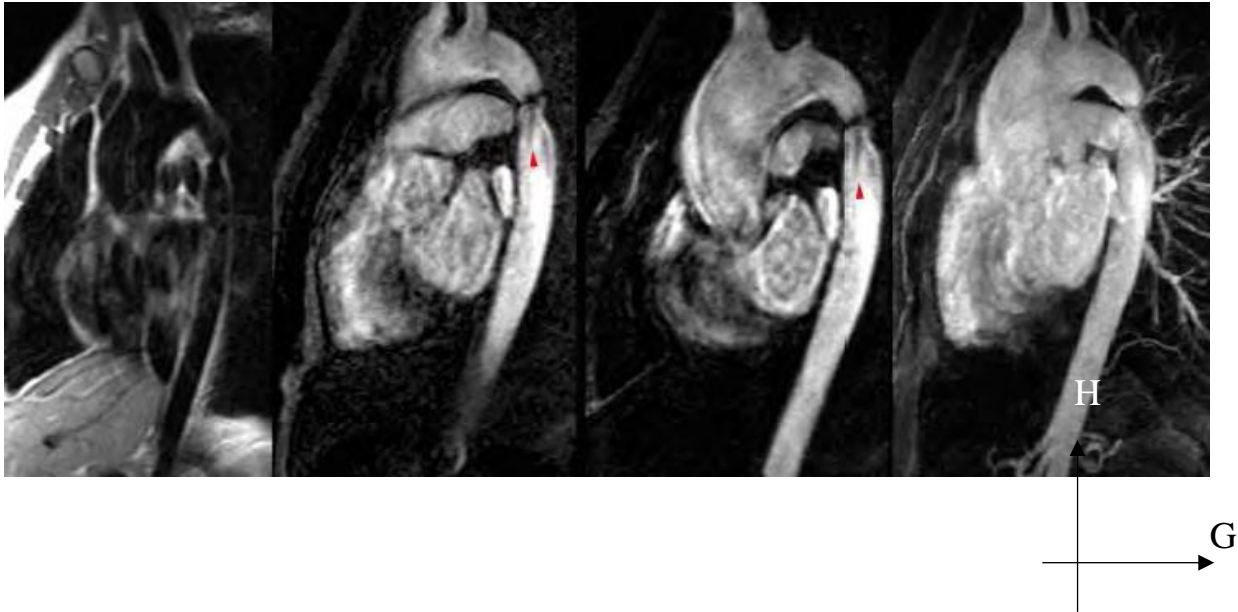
Coarctation isthmique en IRM après injection de chélates de gadolinium.
